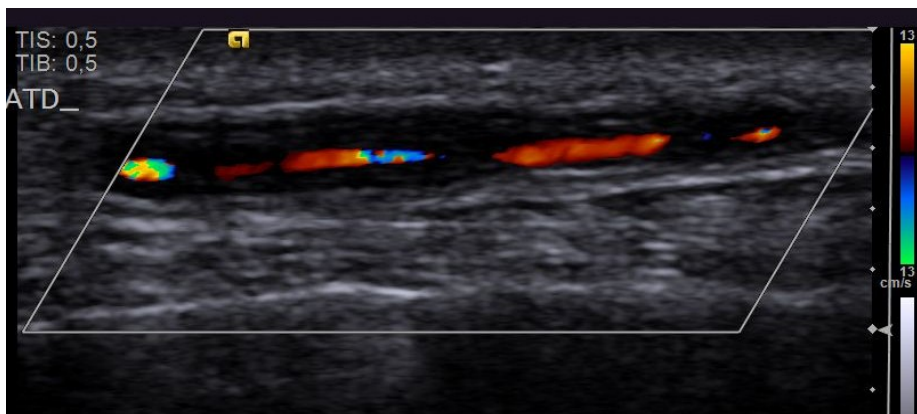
In dieser Abbildung sieht man die A. temp. dext. eines Patienten mit Riesenzellarteriitis in der Längsachse, gemessen mit einer Farb-Duplex Sonographie
